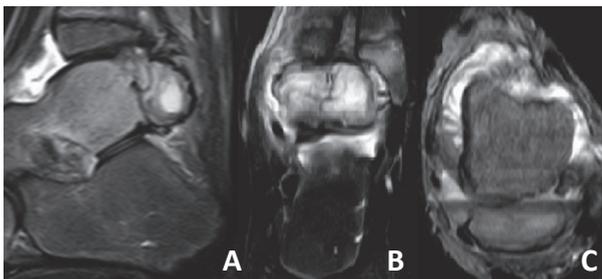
Ressonância magnética do tornozelo esquerdo (A - plano sagital, *short-tau inversion recovery*; B - plano coronal, T2; C - plano axial, T2). Osteocondroma da vertente pósterio-supero-lateral do tálus. Avaliação pré-operatória.
